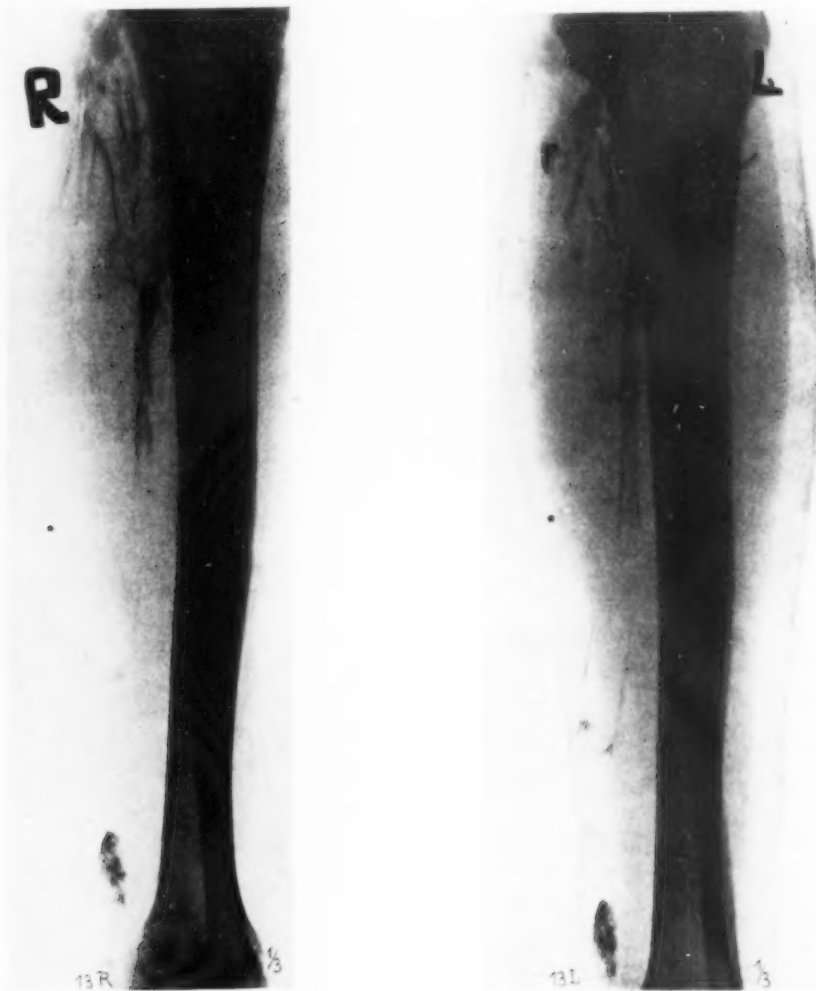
Stereoskopische Röntgenaufnahmen. Kontrastfüllung wie bei Abb. 11 und 12. Nach Gehen mit Elko hat sich die gesamte Kontrastflüssigkeit im oberen Teil der tiefen Venen gesammelt.
